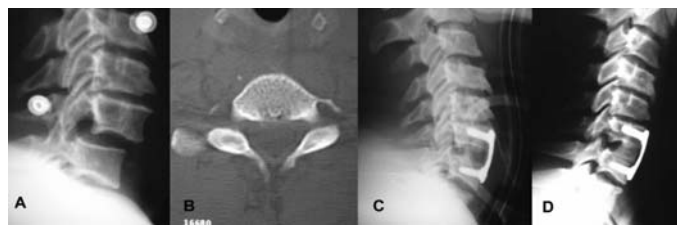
Paciente número 17. (A) Lesão tipo B1 Frankel E de C6-C7. (B) Tomografia computadorizada demonstrando luxação. (C) Redução com tração feita por halo craniano e artrose por via anterior. (D) Controle pós-operatório tardio (3 anos) observando discreta perda da redução sem comprometimento clínico ou funcional.
